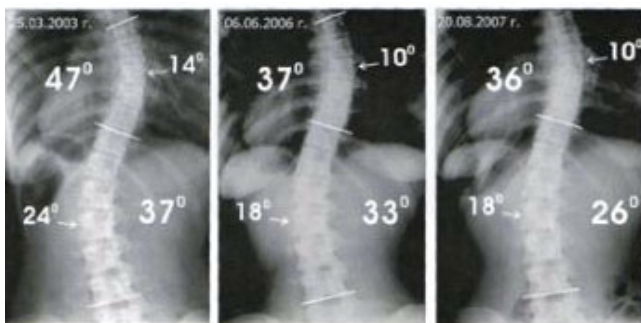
Вертикальна передньо-задня рентгенограма пацієнта А. 1988 року народження в динаміці спостереження. Сколіоз III – IV ступенів. Стрілками вказані кути ротації апікальних хребців T_8 і L_2 основних дуг деформації
